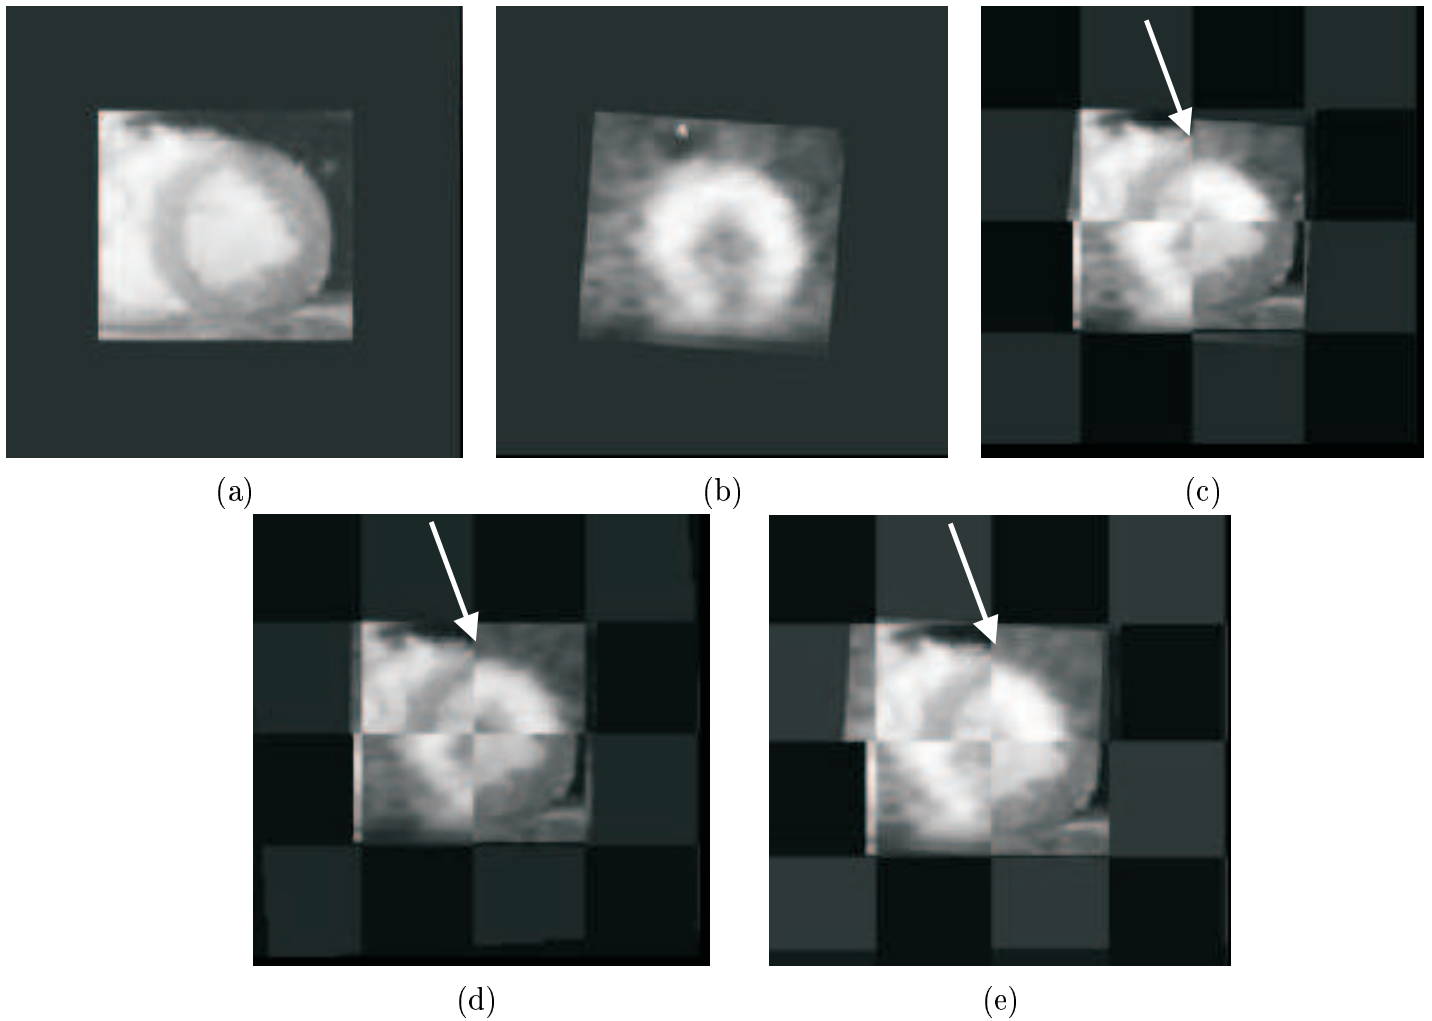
Recalage d'images par RM et TEP d'émission de coeur : (a) image par RM, (b) image TEP transformée, visualisation en damier des volumes avant le recalage (c) et après le recalage avec les méthodes HMR+IM (d) et HMR+CC (e)
